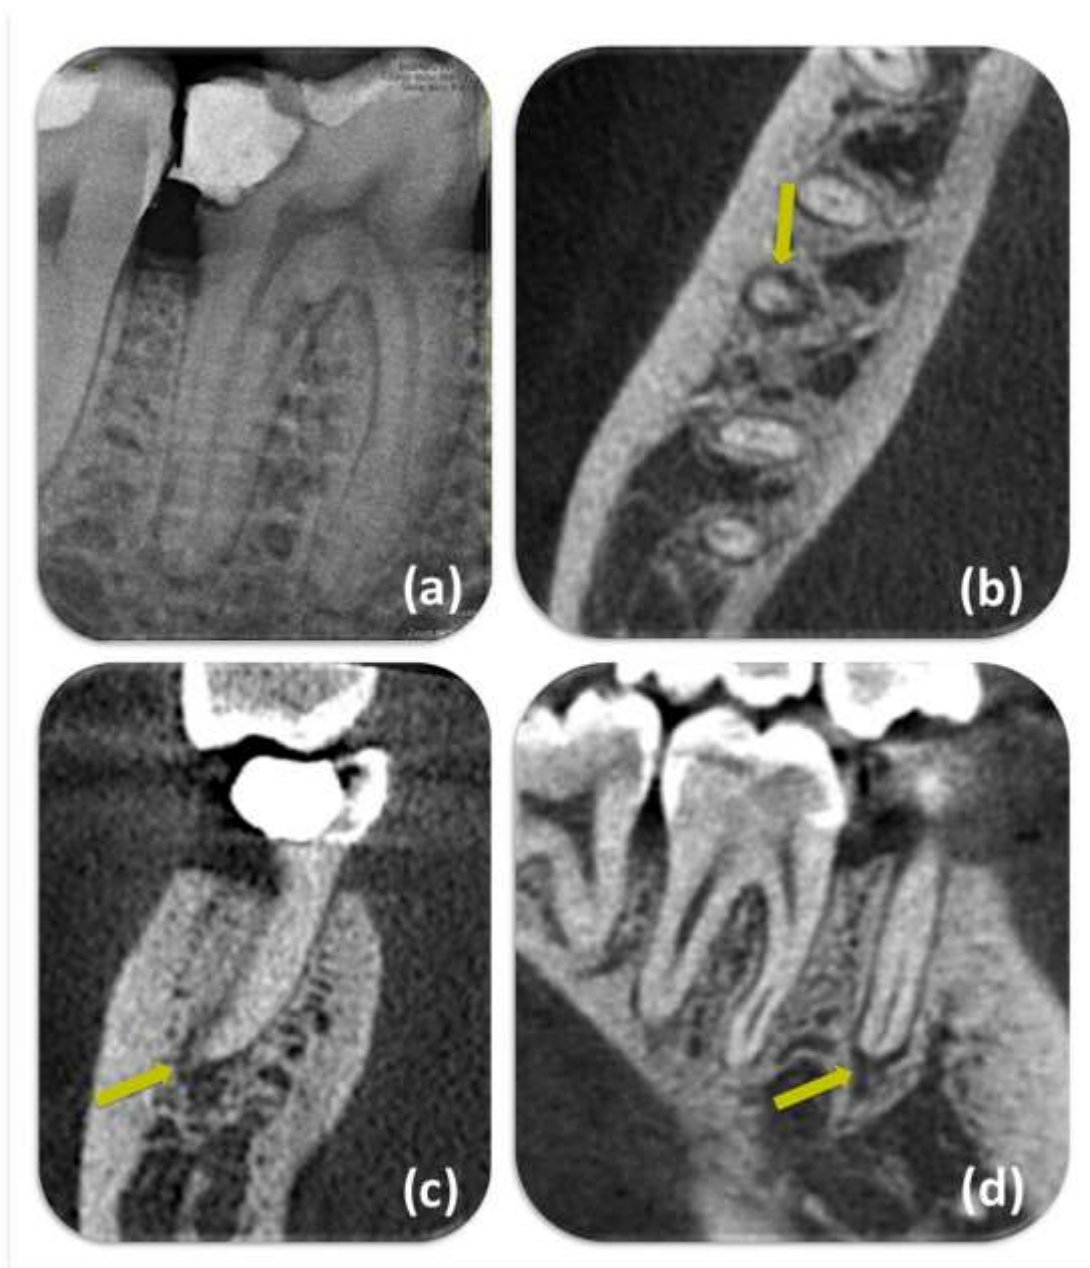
(a) Periapical (PA) radiograph showing a healthy periapex of the right mandibular second premolar. (b) The axial cone-beam computed tomography (CBCT) image shows an apical radiolucency at the apical portion of the root. (c,d) The coronal and sagittal CBCT images corroborate the PA radiolucency (yellow arrows).
